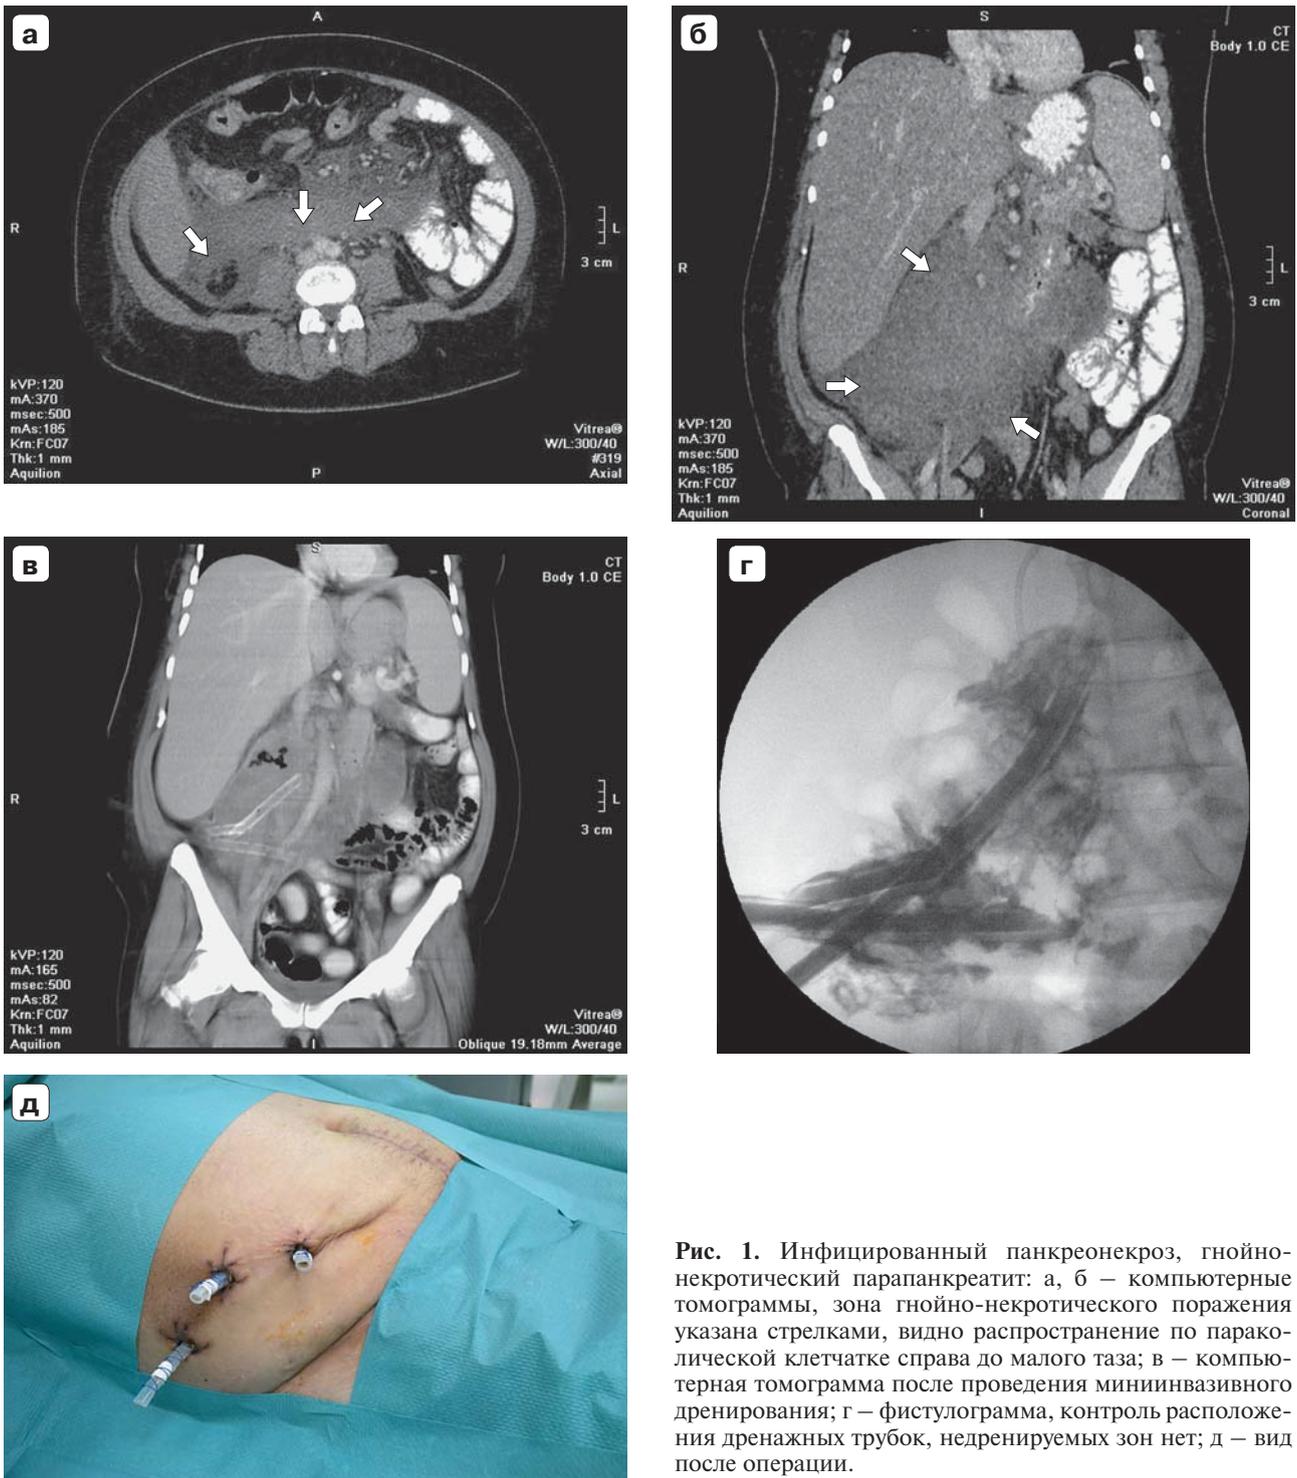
Инфицированный панкреонекроз, гнойно-некротический парапанкреатит: а, б — компьютерные томограммы, зона гнойно-некротического поражения указана стрелками, видно распространение по параколической клетчатке справа до малого таза; в — компьютерная томограмма после проведения миниинвазивного дренирования; г — фистулограмма, контроль расположения дренажных трубок, недренируемых зон нет; д — вид после операции.
